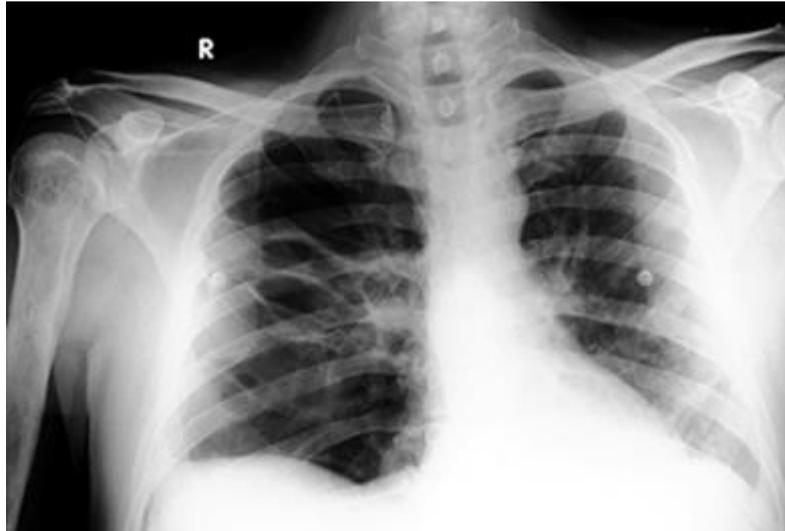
Radiografía de tórax al oncenavo día de reclutamiento alveolar, posterior al uso de esteroides vía oral.
